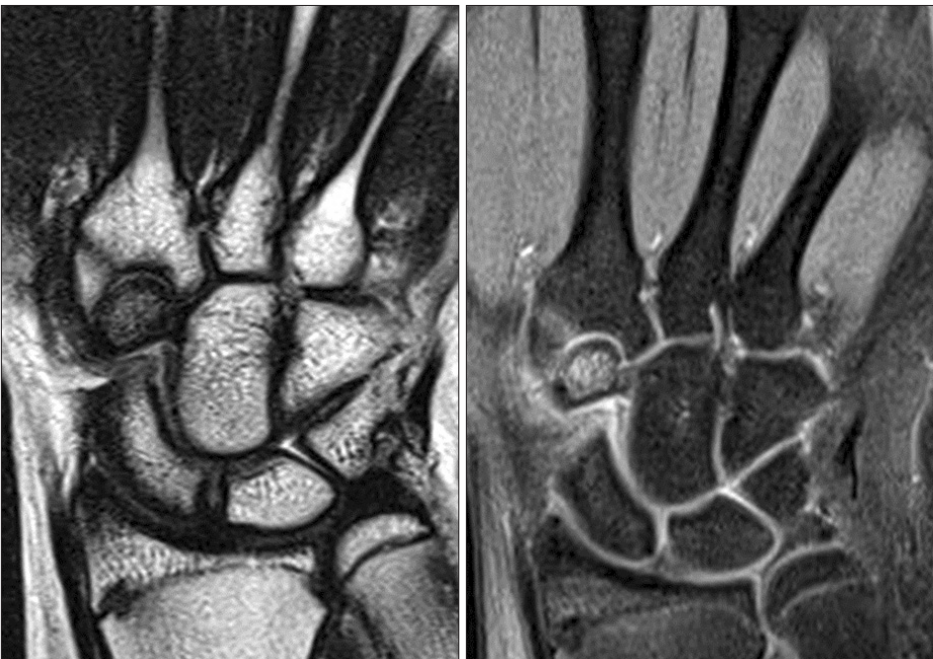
Magnetic resonance imaging demonstrated wide areas of signal change including low signal intensity on proton density images and increased intensity on T2-weighted images, consistent with avascular necrosis.
